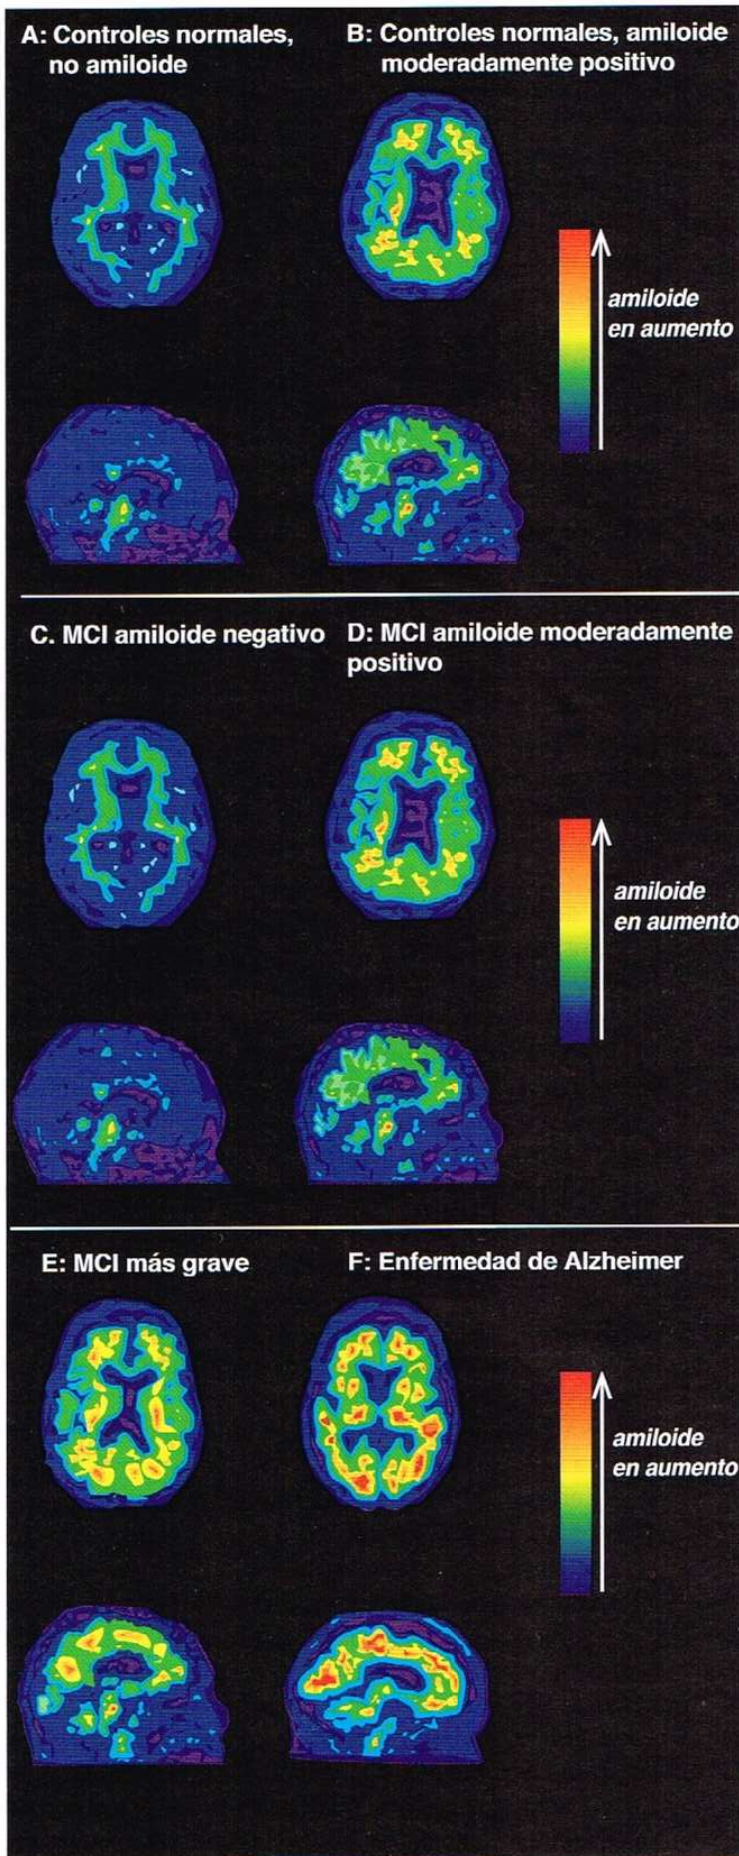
Escáner PET de amiloide. La PET puede ser empleada para detectar la presencia de amiloide durante la progresión de la enfermedad Alzheimer. En controles con función cognitiva normal (A), la PET de amiloide muestra la ausencia de amiloide. Los individuos con función cognitiva normal, pero con acumulación moderada de amiloide (B), probablemente están en la primera fase presintomática de la enfermedad de Alzheimer. Aunque la deficiencia cognitiva leve (MCI) suele estar presente en la segunda fase prodrómica de la enfermedad de Alzheimer, no todos los pacientes con MCI tienen deposición de amiloide en el cerebro (C). En esos casos, la presencia clínica de deficiencia cognitiva es probablemente atribuible a una causa distinta de la enfermedad de Alzheimer. Desafortunadamente, la MCI suele ser un precursor de demencia de Alzheimer limitadora. En estos casos (D), la deposición de amiloide acompaña a deficiencias cognitivas y tanto la acumulación de amiloide y como los síntomas clínicos de MCI empeoran conforme la enfermedad de Alzheimer progresa (E). En la tercera y última fase de la enfermedad de Alzheimer, cuando la demencia totalmente expresada se hace clínicamente evidente, es posible observar una gran acumulación de amiloide en el cerebro (F).
